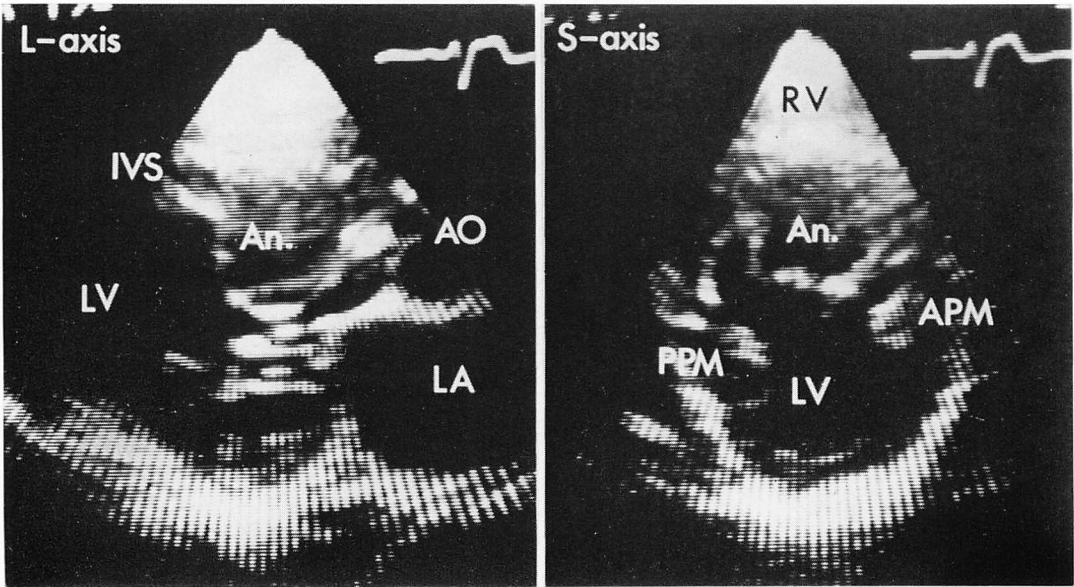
The two-dimensional echocardiograms showing an aneurysm protruding into the left ventricular outflow tract.
